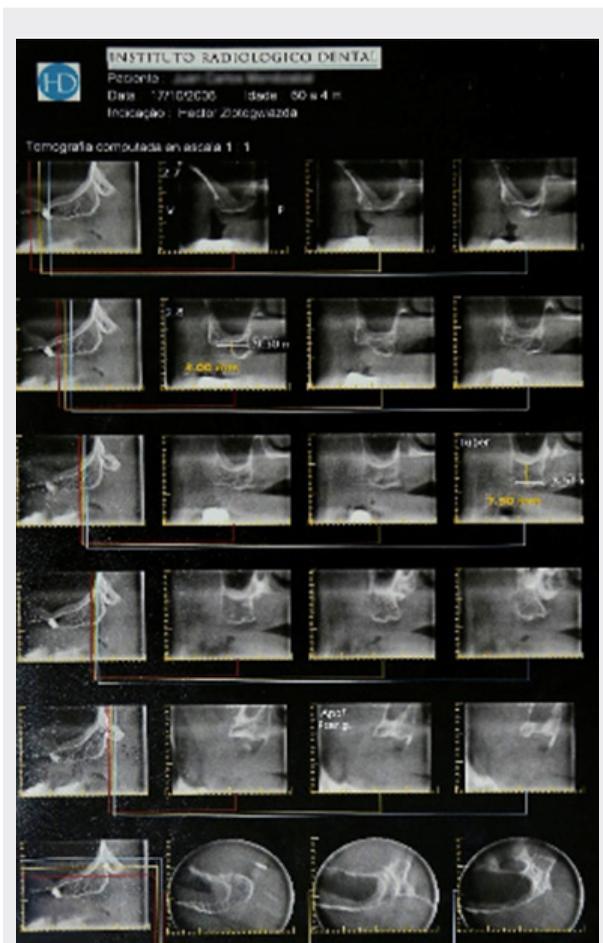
TOMOGRAFÍA DE LA TUBEROSIDAD (2006).
